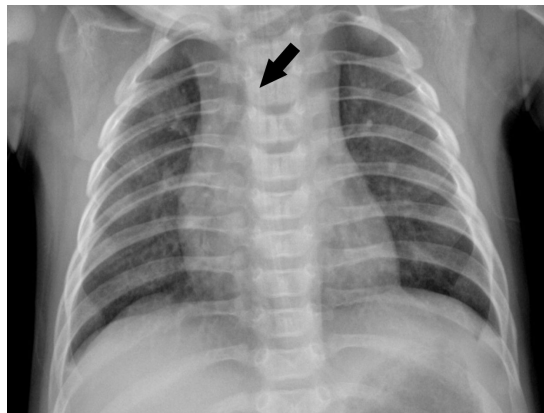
Chest X-ray demonstrating carina at the level of T3 (arrow).
